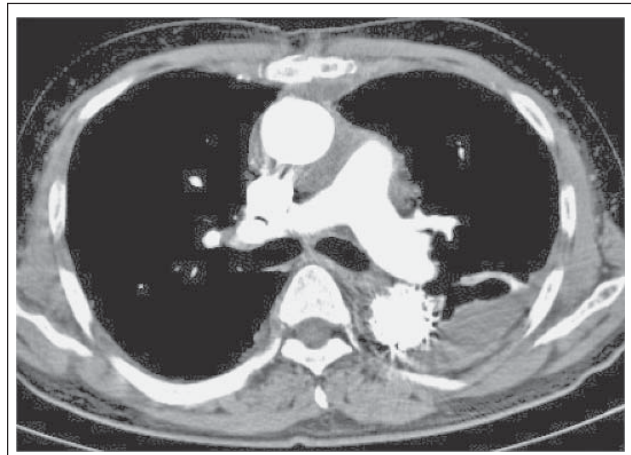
Postoperatives CT. Der Patient erhielt einen klappenerhaltenden Ascendens- und Wurzelersatz (David-OP) sowie einen kompletten Bogenersatz. Darüber hinaus wurde intraoperativ die Aorta descendens mittels zweier Stentgrafts versorgt.
